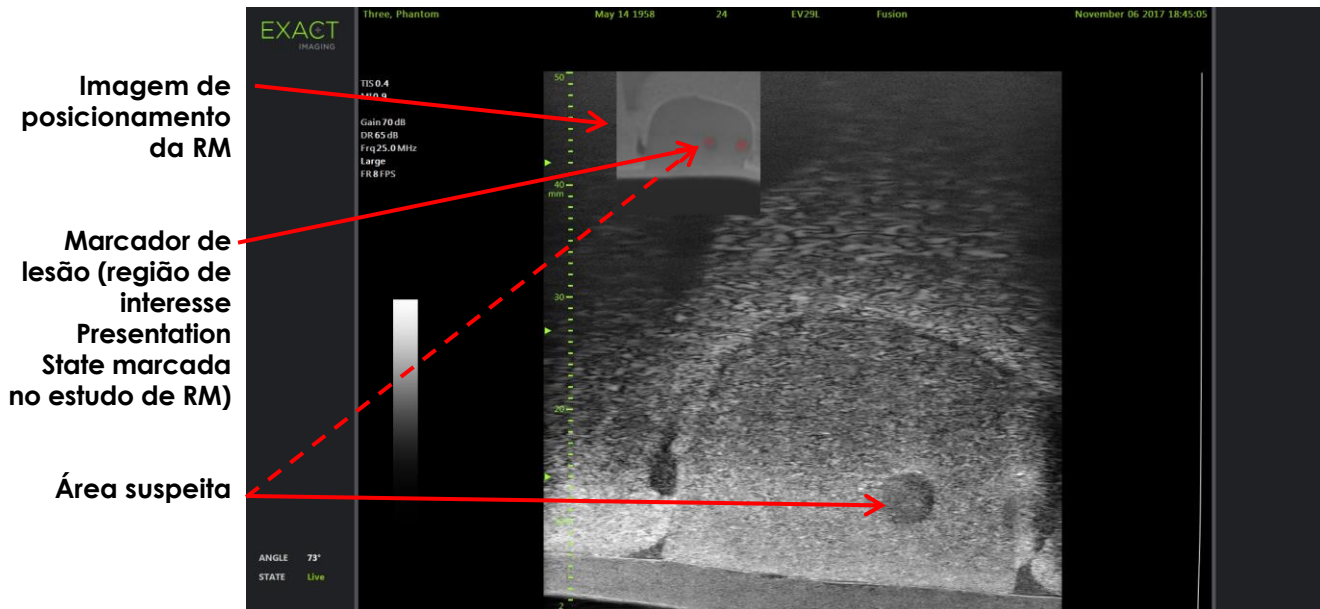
Imagem FusionVu de posicionamento da RM em modo 2D
